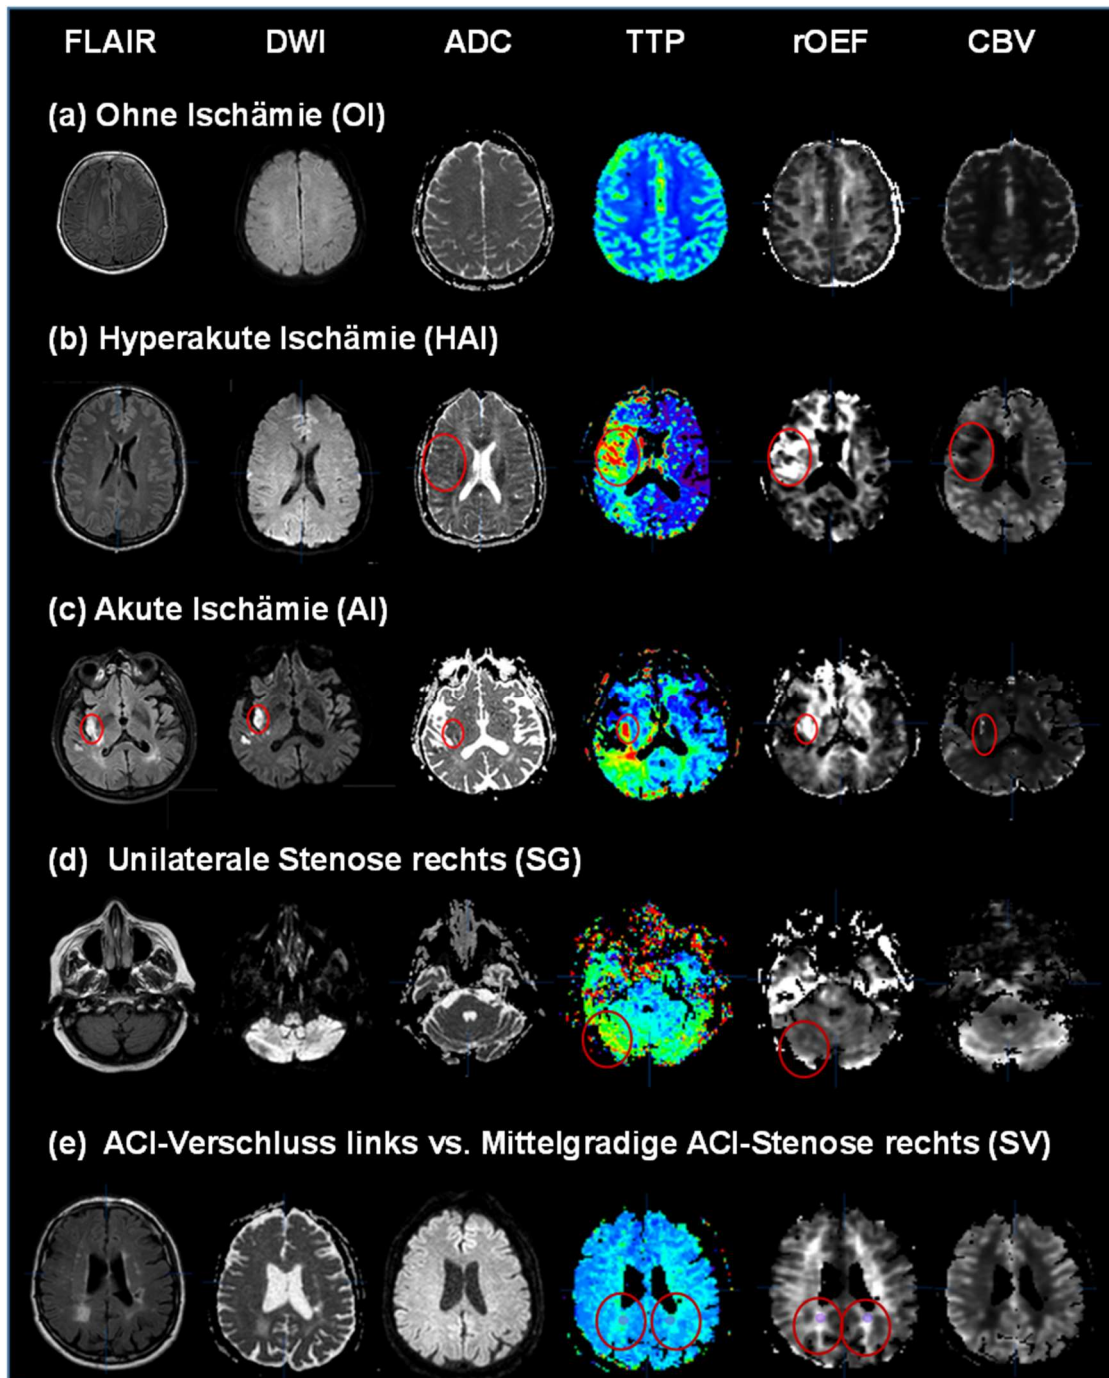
Bildbeispiele für die verschiedenen Patientengruppen OI, HAI, AI, SG und SV mit allen verfügbaren Bildern bzw. Parameterkarten (FLAIR, DWI, ADC, TTP, rOEF und CBV)
